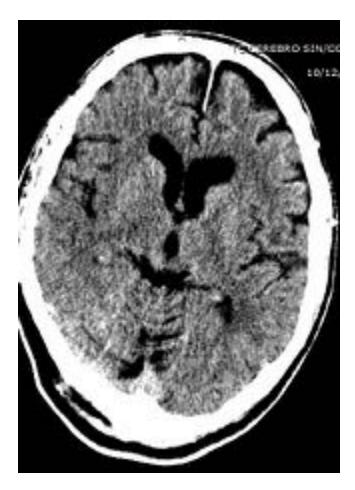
TC Craneal Basal. ASPECTS 7. Afectación de la insula, M1 y M2 DERECHAS. Discordancia a afectación del territorio M3
